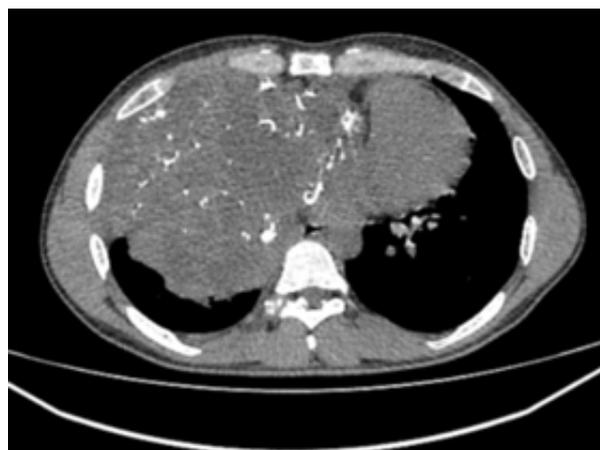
КТ картина в аксиальной проекции
